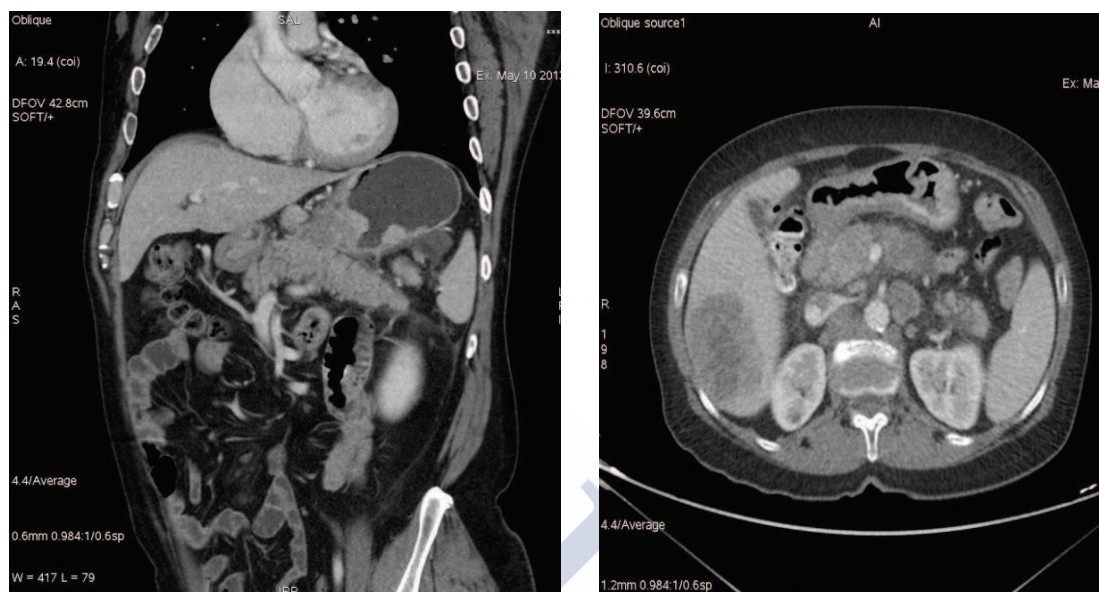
Imágenes de TAC
